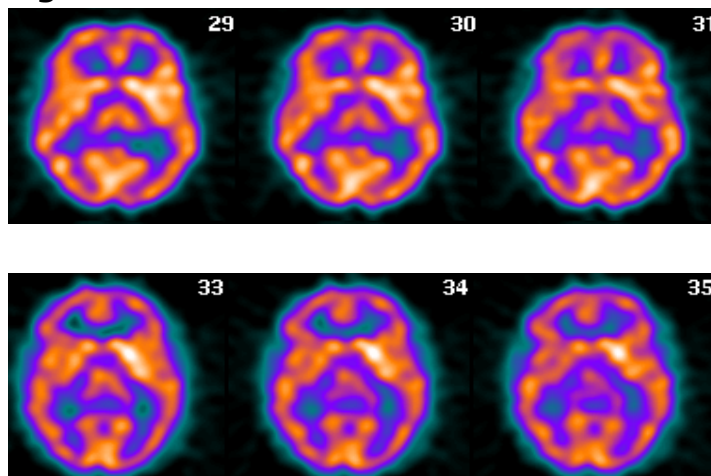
Exploración SPECT-PCR presentando asimetría en la captación con aumento específico en estriado izquierdo.
